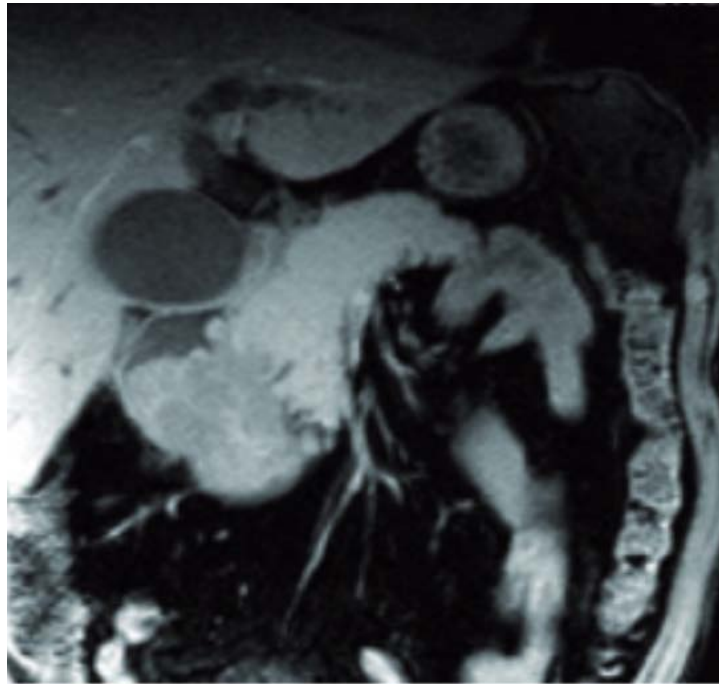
Aspect en IRM d'un ampullomevatrien.
